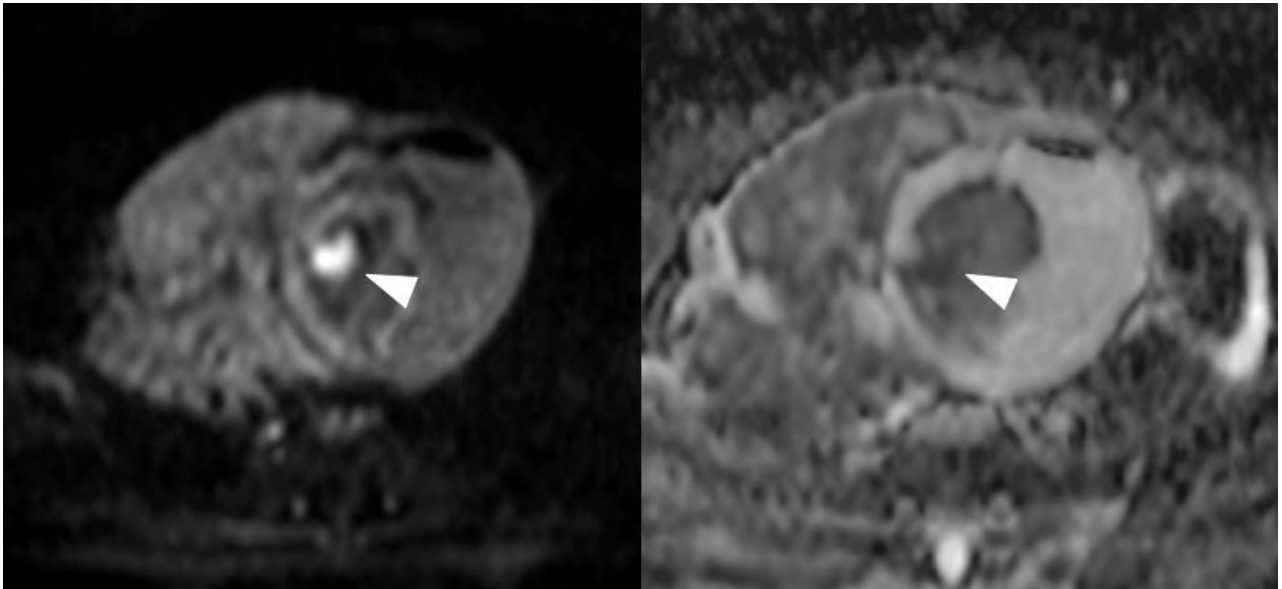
RM nas sequências DWI e mapa ADC evidencia áreas com restrição à difusão, como indicado pela cabeça de seta.
